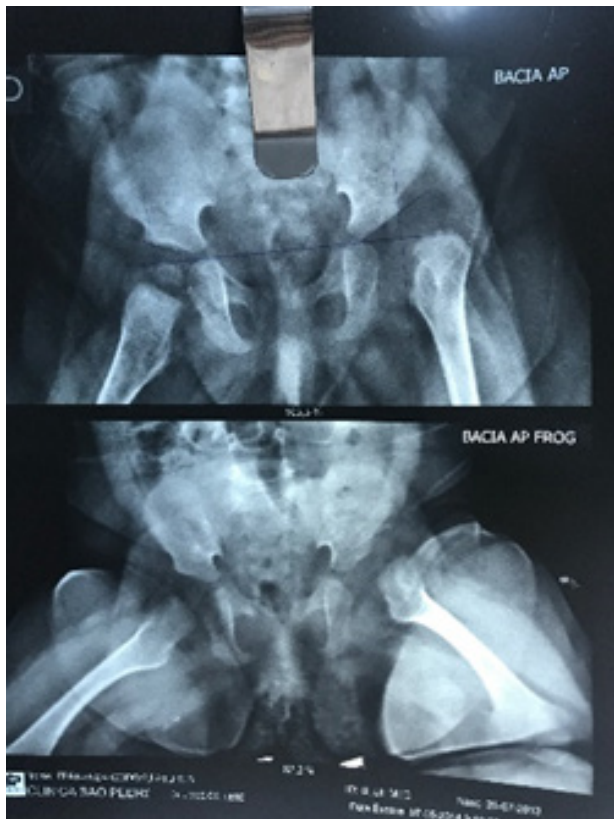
Radiografia de bacia mostrando luxação de quadril esquerdo
